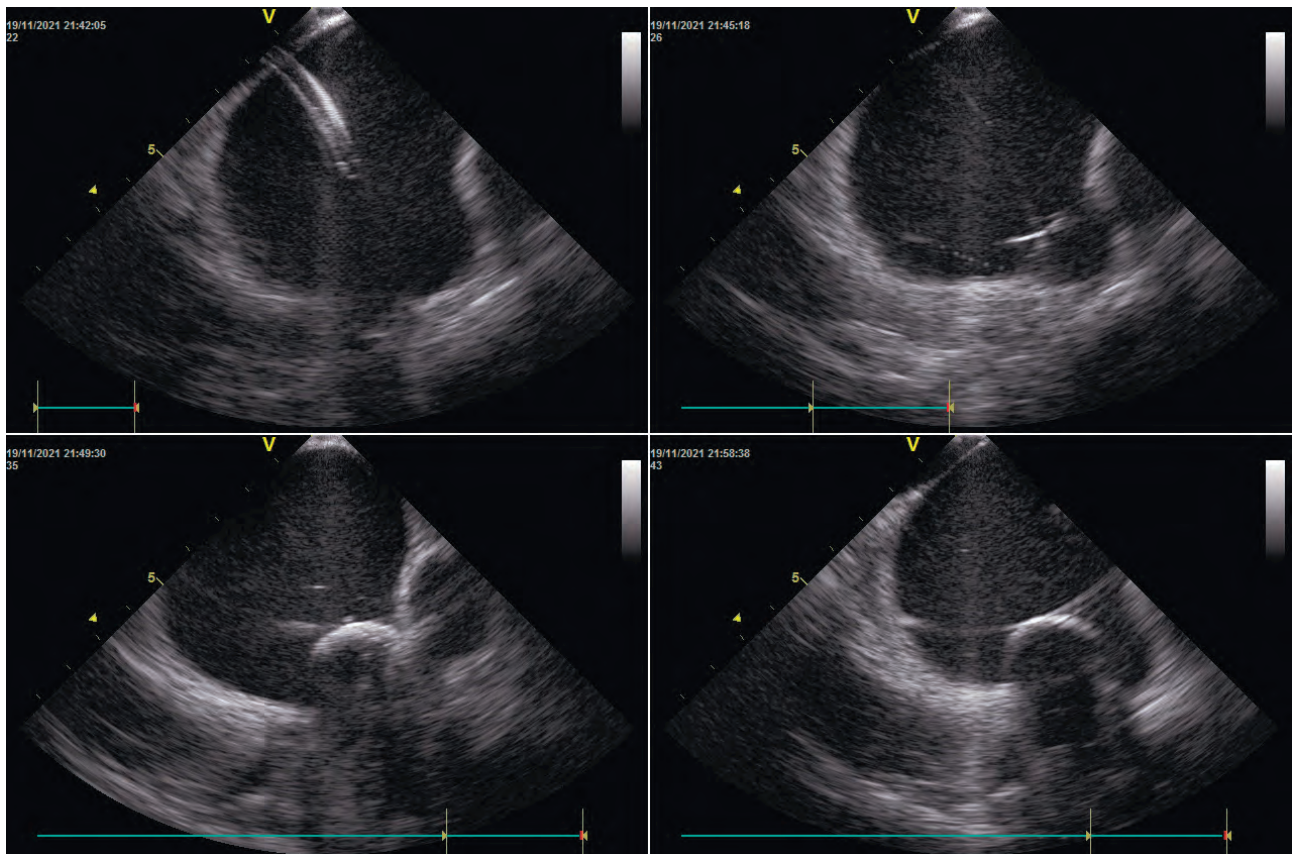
Техника позиционирования криобаллона в устья легочных вен под контролем внутрисердечной эхокардиографии.
